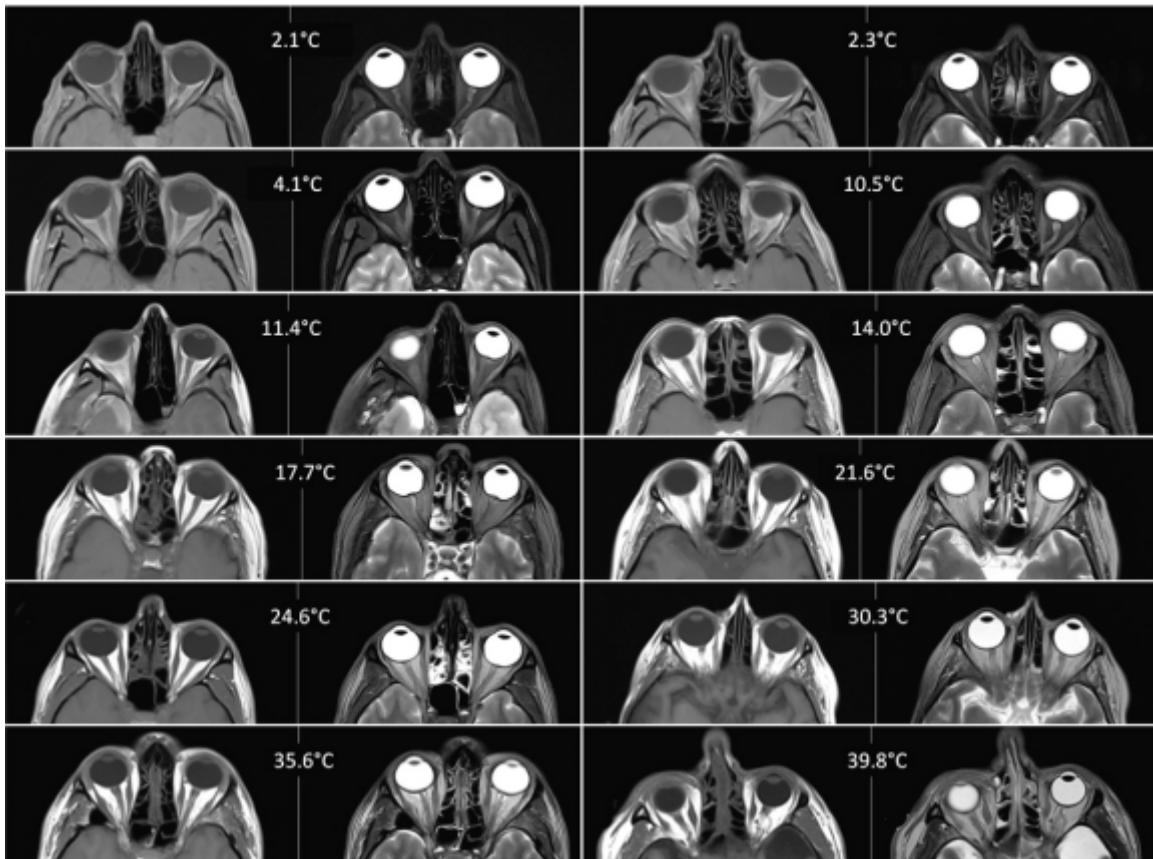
T_1w (linke Spalte) und T_2w (rechte Spalte) MRT Bilder von verschiedenen Patienten bei zunehmender Körpertemperatur von $2.1^\circ C$ bis $39.8^\circ C$. Bei ca. $10^\circ C$ verändert sich der Kontrast zwischen Fett und Muskel bei T_1w Bildern. Bei T_2w ist dies erst bei ca. $20^\circ C$ der Fall (aus [4]).
